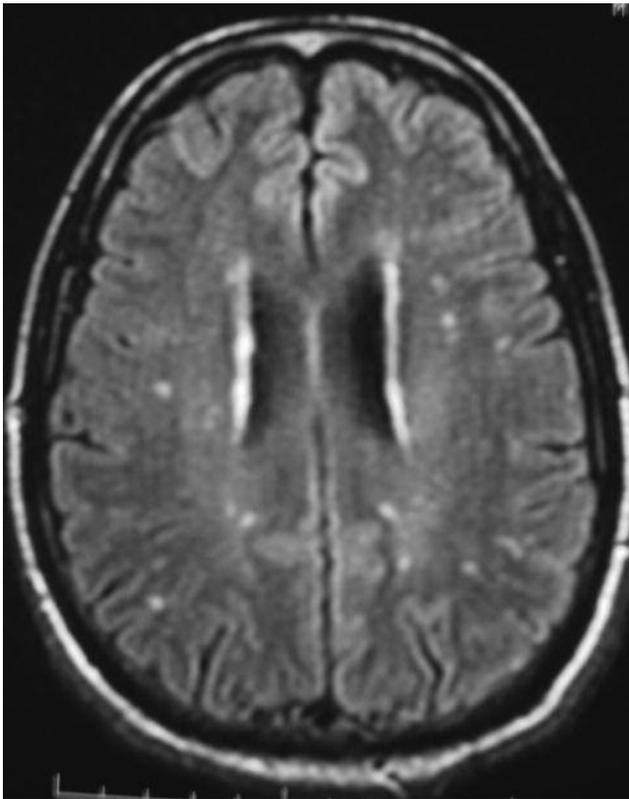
IRM encéphalique en séquence pondérée T2 Flair montrant des hypersignaux punctiformes de la substance blanche.
